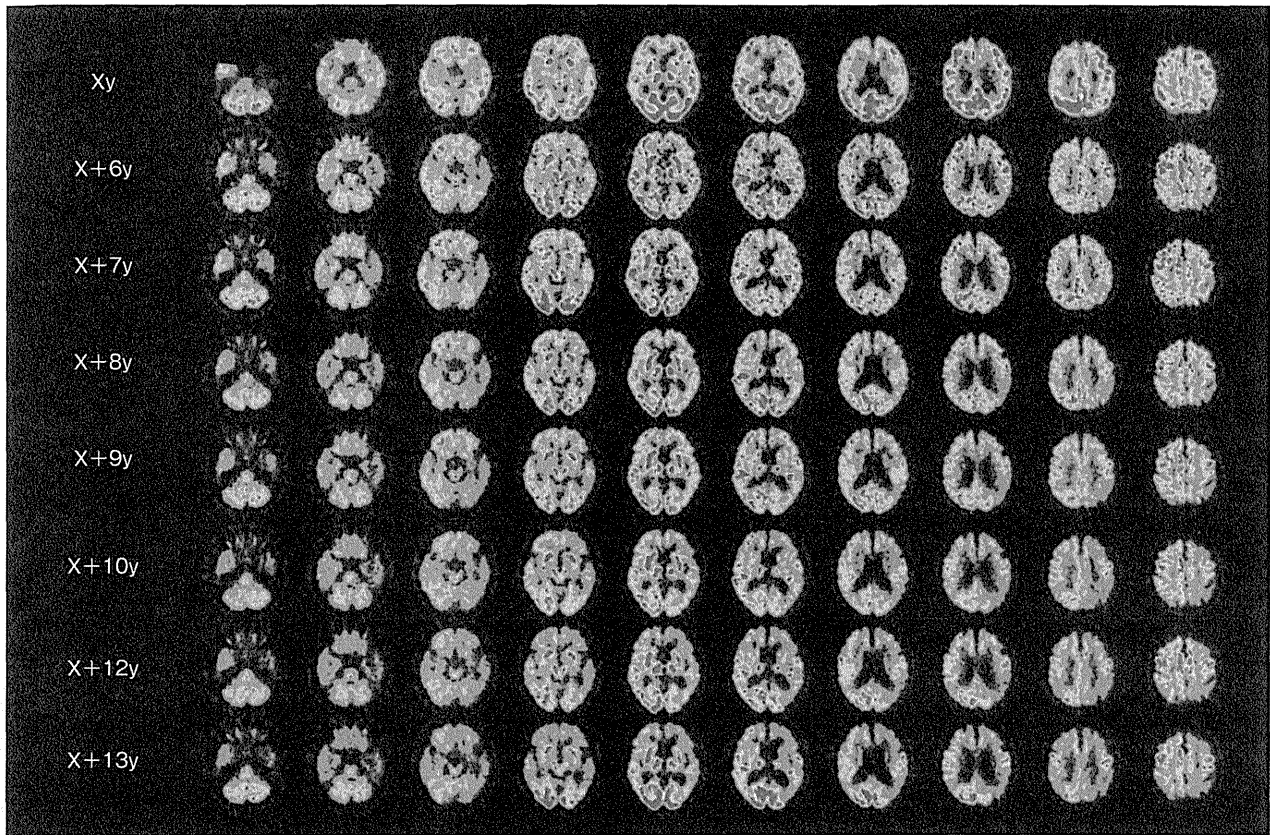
アルツハイマー病の進行に伴う FDG-PET 画像の変化
